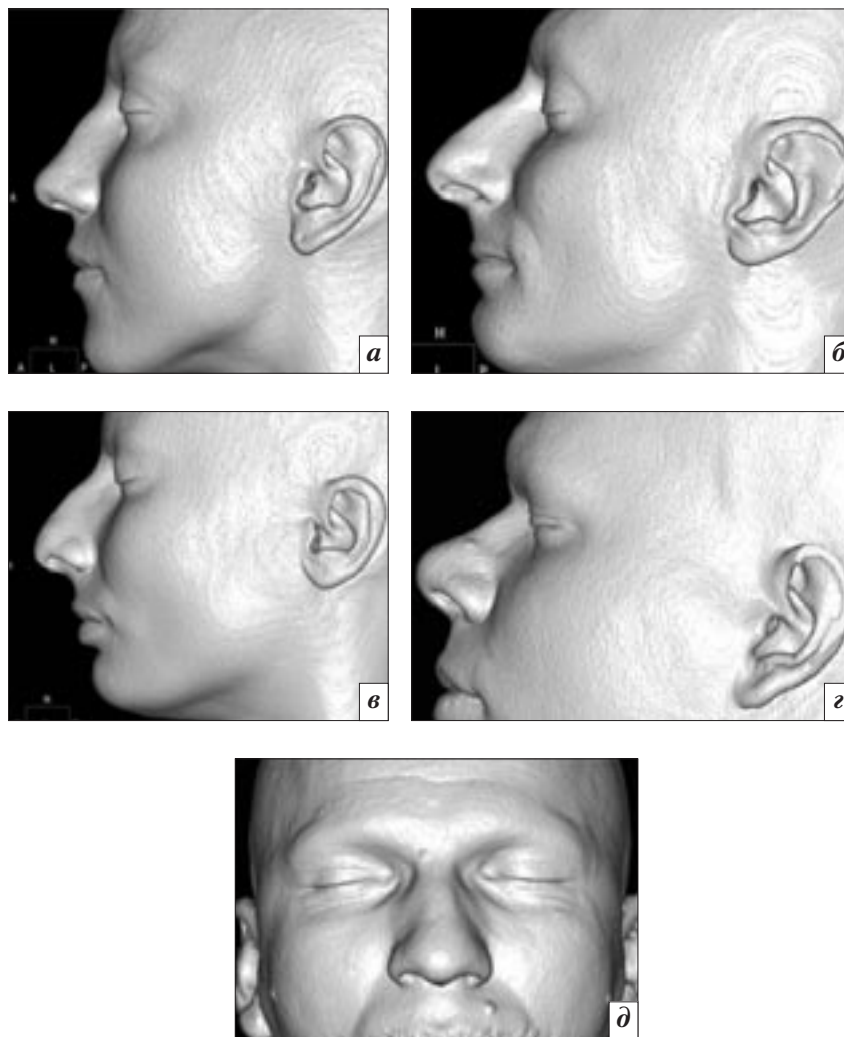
МСКТ, 3D-реконструкция, мягкотканый режим:
